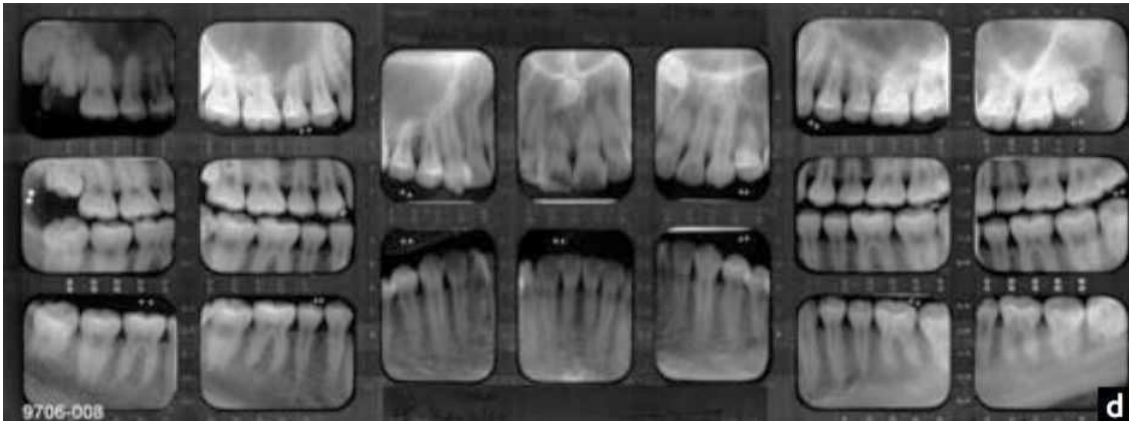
Status radiográfico, construído por películas digitais de bitewing e periapicais (adaptado de Pretty & Sweet, 2001).
